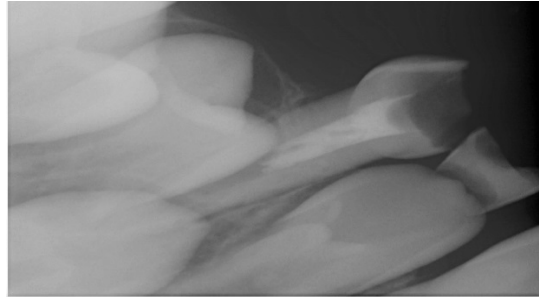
Radiografia após obturação
